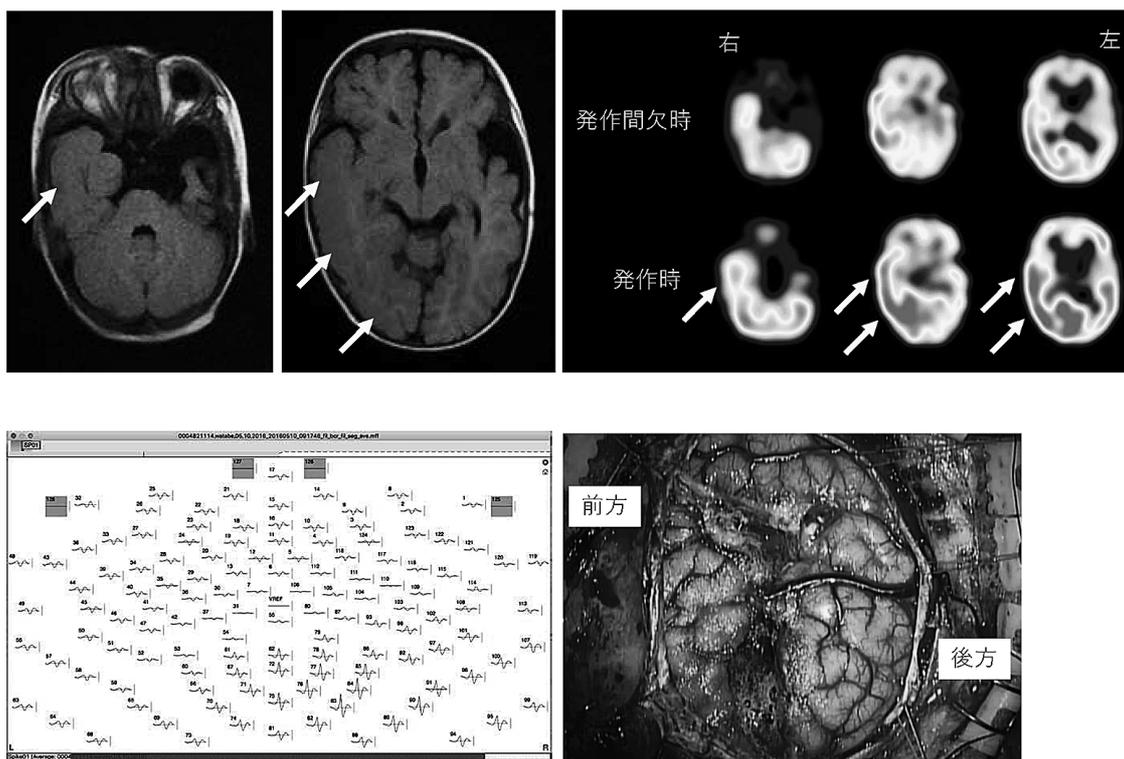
MRIでは右側頭葉、後頭葉に広範囲に皮質形成異常が認められる(上段左の矢印)。発作間欠時、発作時の99mTc-ECD SPECT 所見(上段右)では、発作時に右側頭葉から後頭葉にかけて高灌流が認められた(上段右の矢印)。128チャンネルの高密度脳波計による各電極の原波形により右後頭葉にdipoleが推定された(下段左)。術中の後方離断後の写真では、頭頂葉、後頭葉、側頭葉に離断線が入っている(下段右)。
